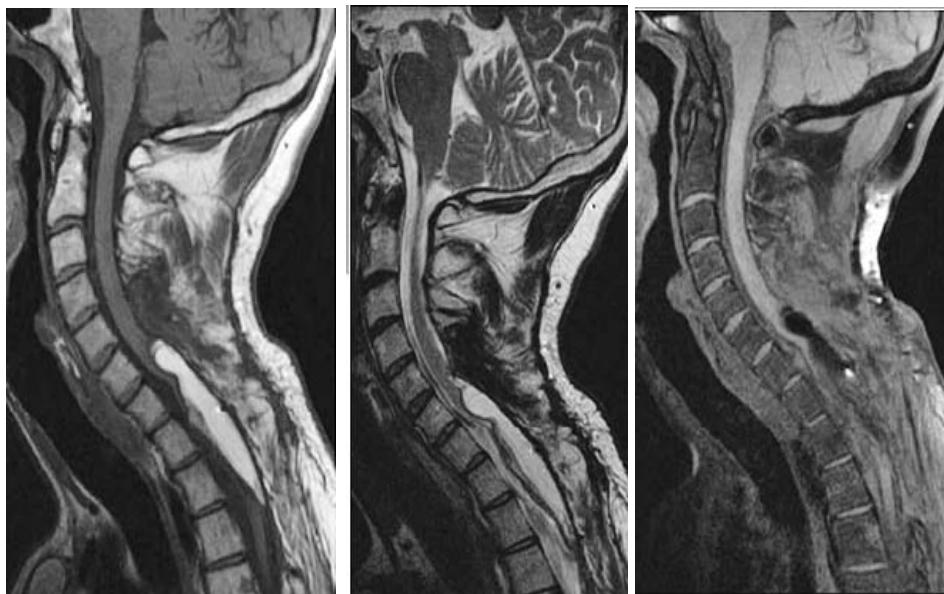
IRM cervico-dorsale en coupe sagittale montrant une lésion intramédullaire étendue de C4 à C6 en isosignal T1, hypersignal T2 et se rehausse de façon hétérogène après contraste. Elle élargit la moelle, réduit les espaces périmédullaire et s'accompagne d'une hydromyélie d'amant en faveur de d'un Ependymome.
